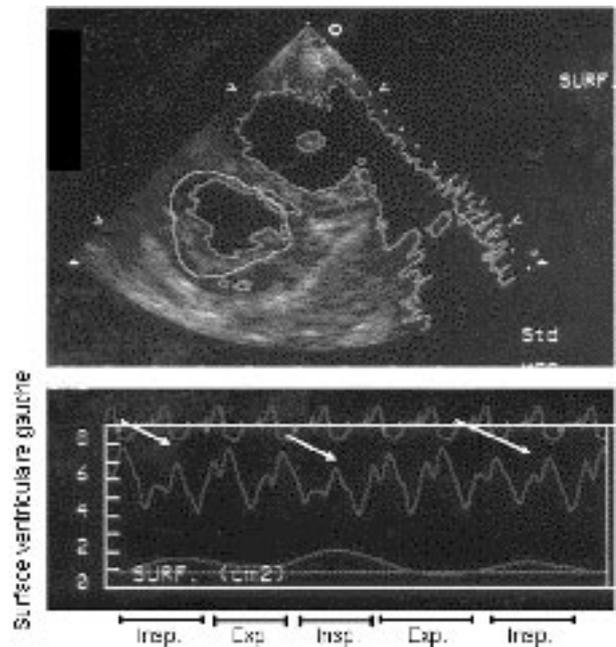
Echocardiographie quantitative du ventricule gauche objectivant la diminution inspiratoire des dimensions ventriculaires gauches.
